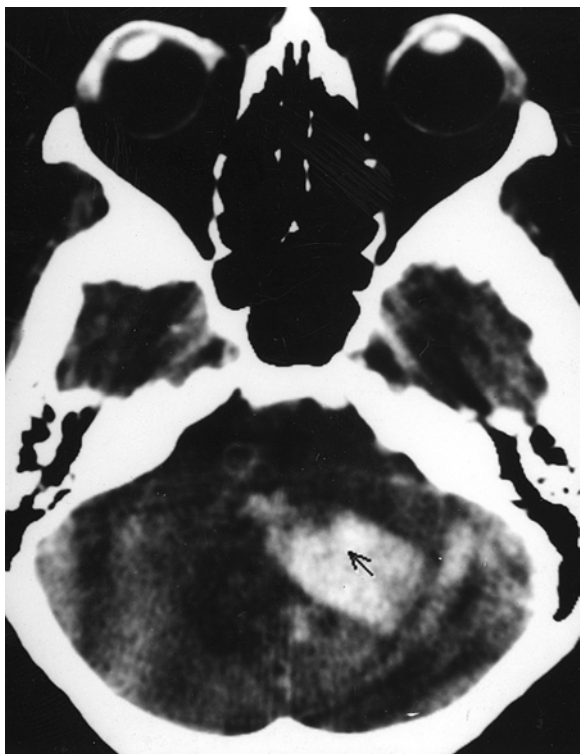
Tomografia computadorizada craniana: hemorragia no hemisfério cerebelar esquerdo.
